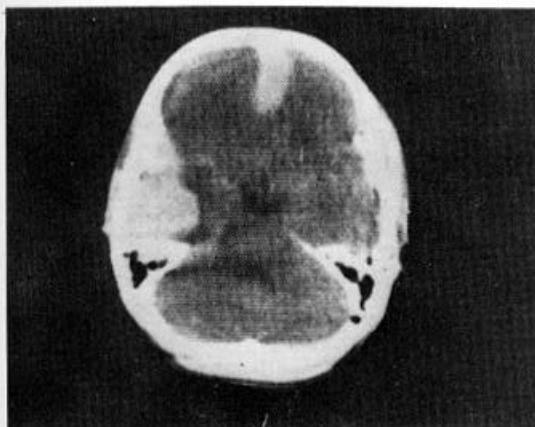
Post-contrast CT scan shows multiple extra-axial masses in both temporal and left frontal areas suggesting lymphomatous leptomeningeal masses.
